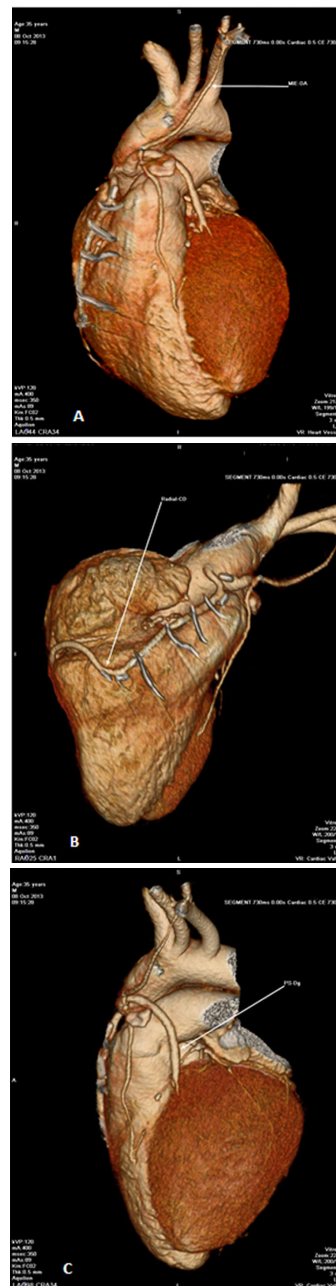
Angiotomografia das coronárias. A: Enxerto pérvio da artéria mamária interna esquerda para descendente anterior. B: Enxerto pérvio da artéria radial para artéria coronária direita. C: Enxerto pérvio de ponte de safena para artéria diagonal
